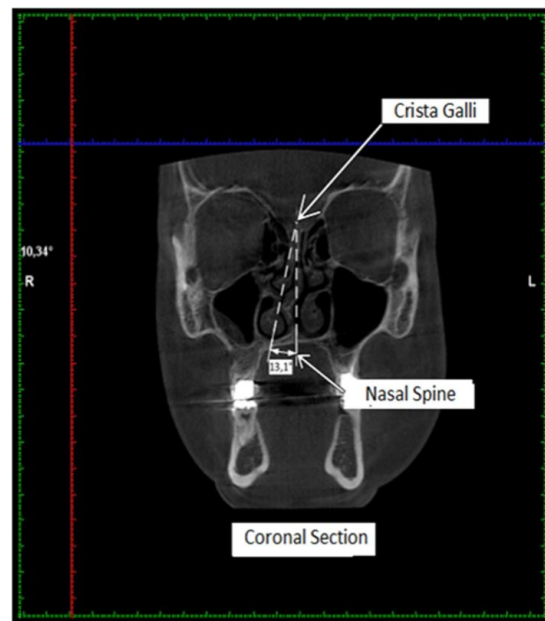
Nasal septum deviation on the coronal CBCT image
